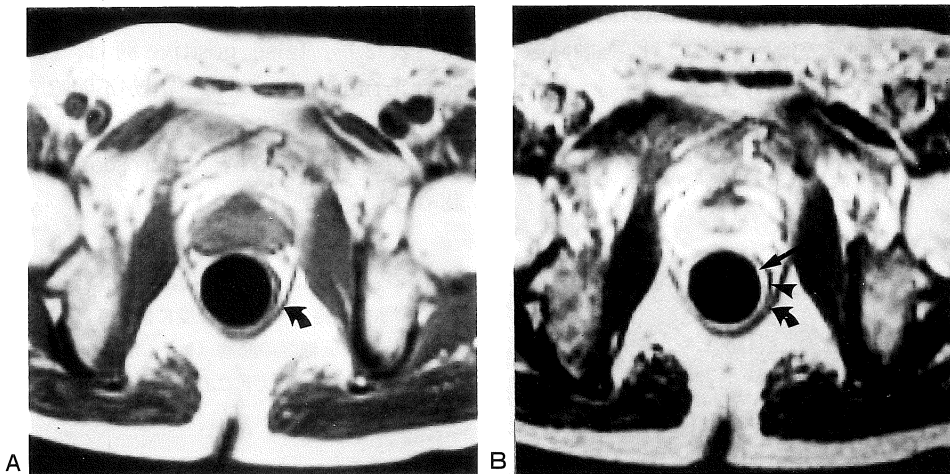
正常男性骨盤の MRI 像 (40 歳男性)
